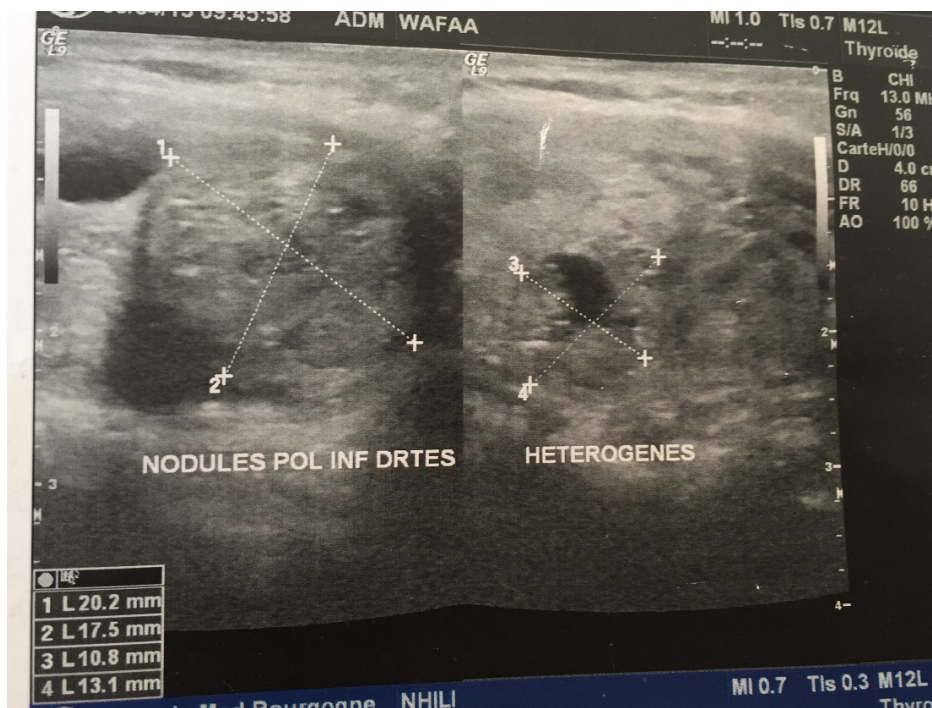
aspect échographique de nodules thyroïdiens mixte et charnu (échographie réalisée au sein du service de radiologie à l'HSR)
